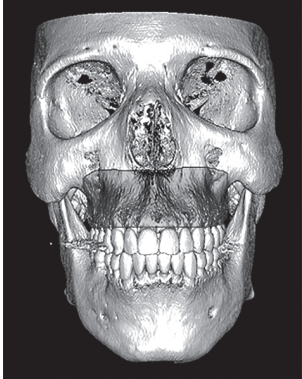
Реконструкция компьютерной томографии, на которой представлен перелом левого скулового комплекса
